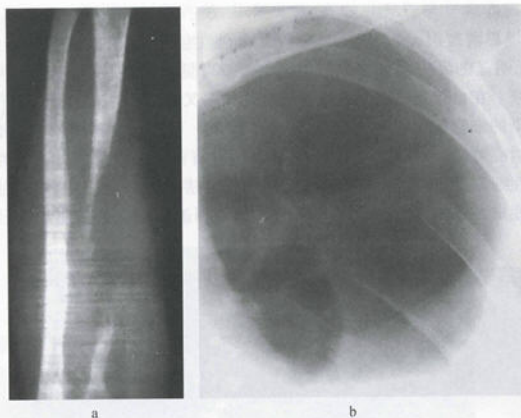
大量骨溶解(Gorham 病)X 线平片
